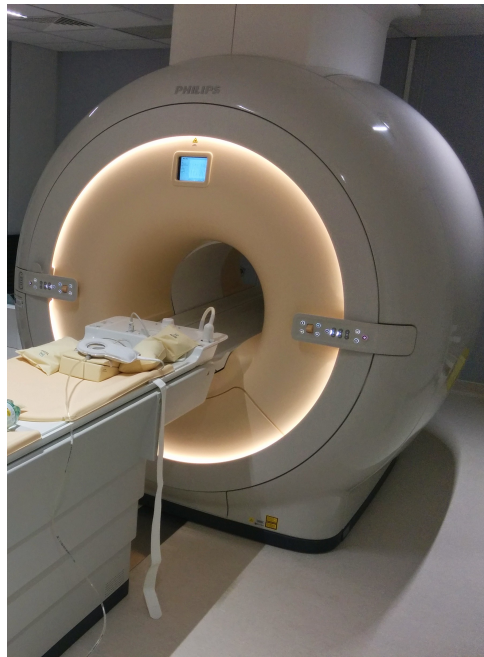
Machine IRM 3T. IRM de recherche installée au CHU Amiens-Picardie.
